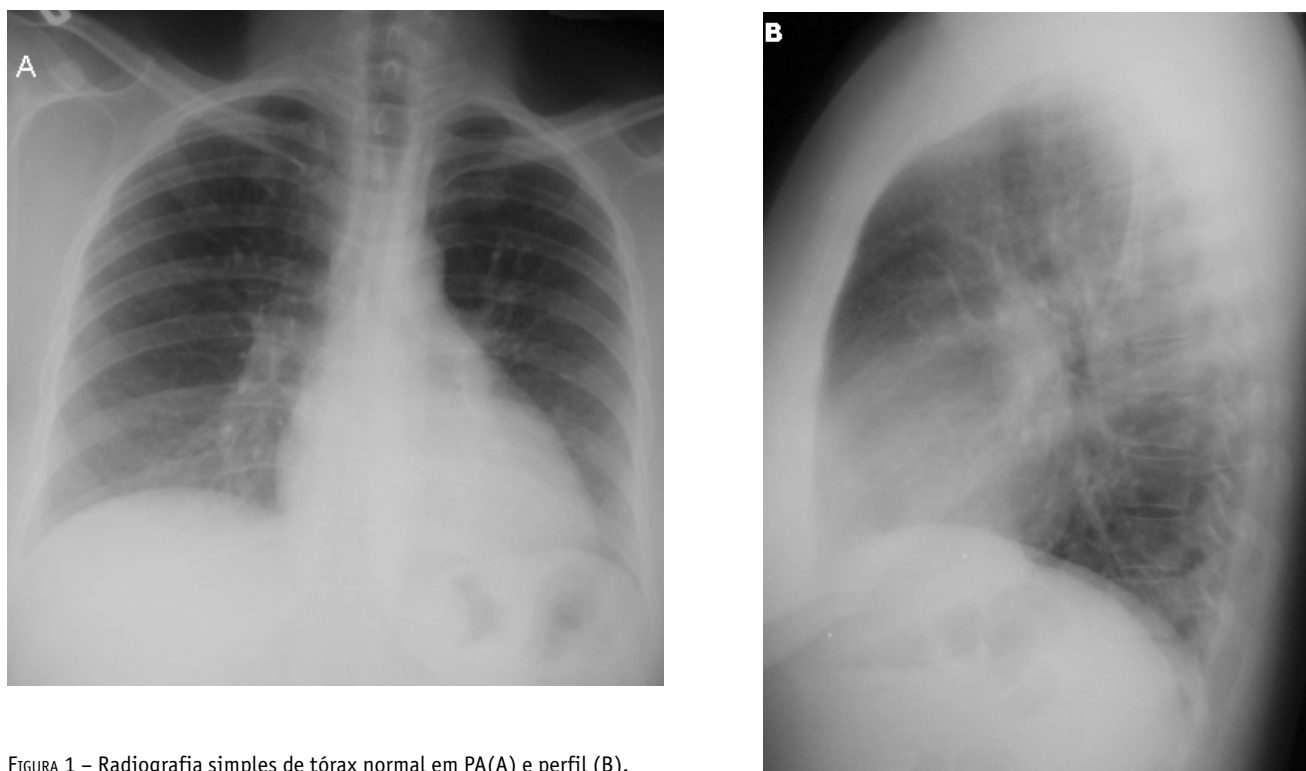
Radiografia simples de tórax normal em PA(A) e perfil (B).
